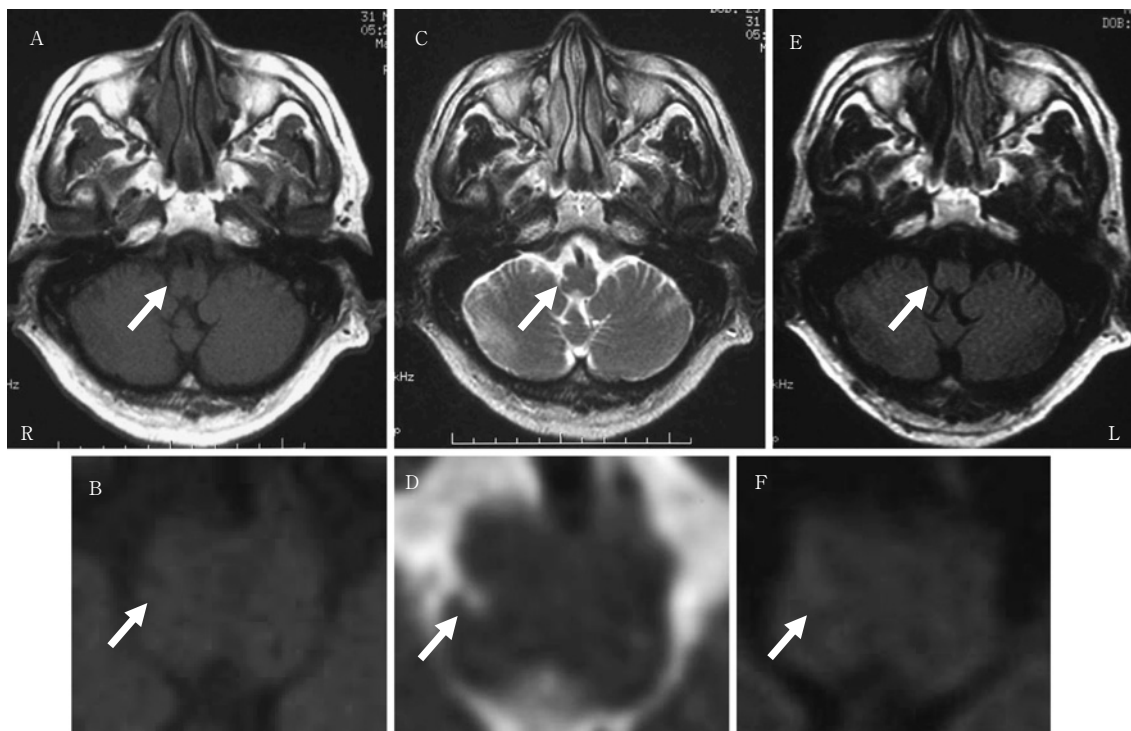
T1-weighted (T1WI) magnetic image (6.5 mm slice) showed low intensity spot of 1 mm in diameter at right lateral side of medulla (arrow).
